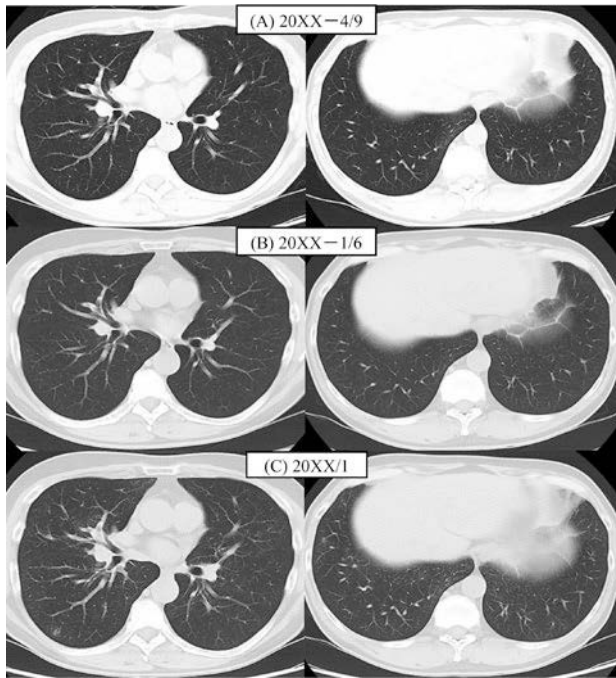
Chest computed tomography images showing normal findings at the outset of autoimmune pancreatitis (A) and at half a year before the onset of cough (B), and thickening of the bronchial wall at the first visit (C).
